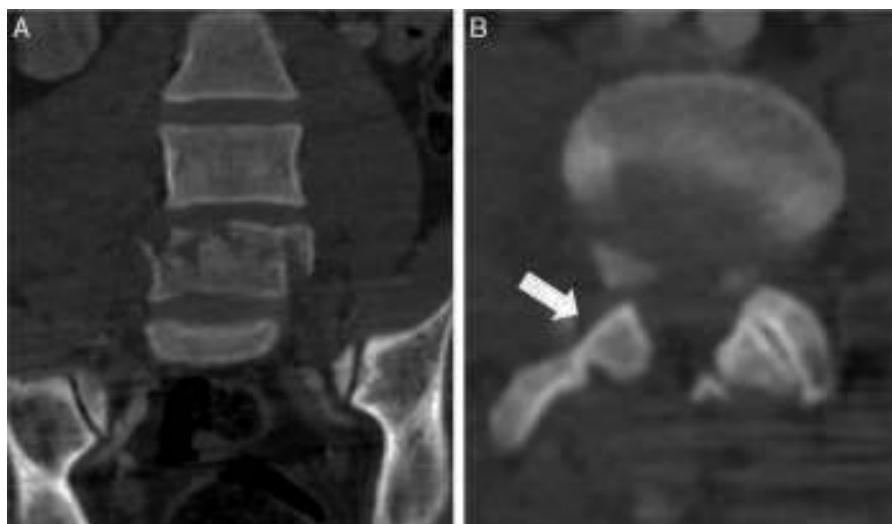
Fractura de L5 con morfología de rotación-traslación. Tomografía computarizada sin contraste. A) En la reconstrucción coronal se observa una traslación izquierda del raquis por encima de L5 respecto al platillo inferior de la misma vértebra. B) En los cortes axiales se objetiva la luxación completa de la faceta articular derecha (flecha).
